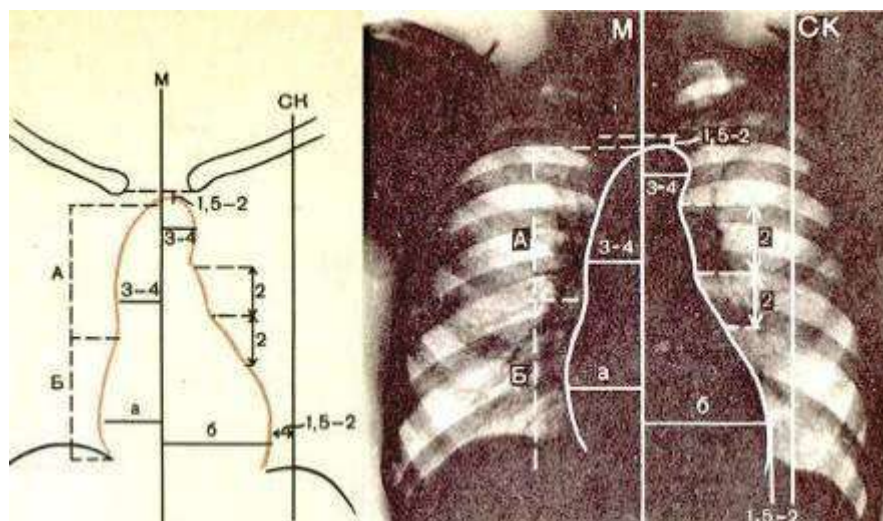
Рентген грудной клетки
